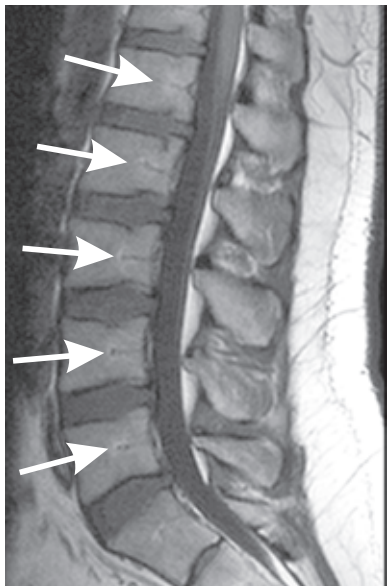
МРТ поясничного отдела позвоночника. T1-ВИ. Интенсивность МР-сигнала от позвонков выше, чем интенсивность МР-сигнала от межпозвоночных дисков. МР-сигнал от костного мозга однороден, за исключением зоны базивертебральных вен (стрелки)
